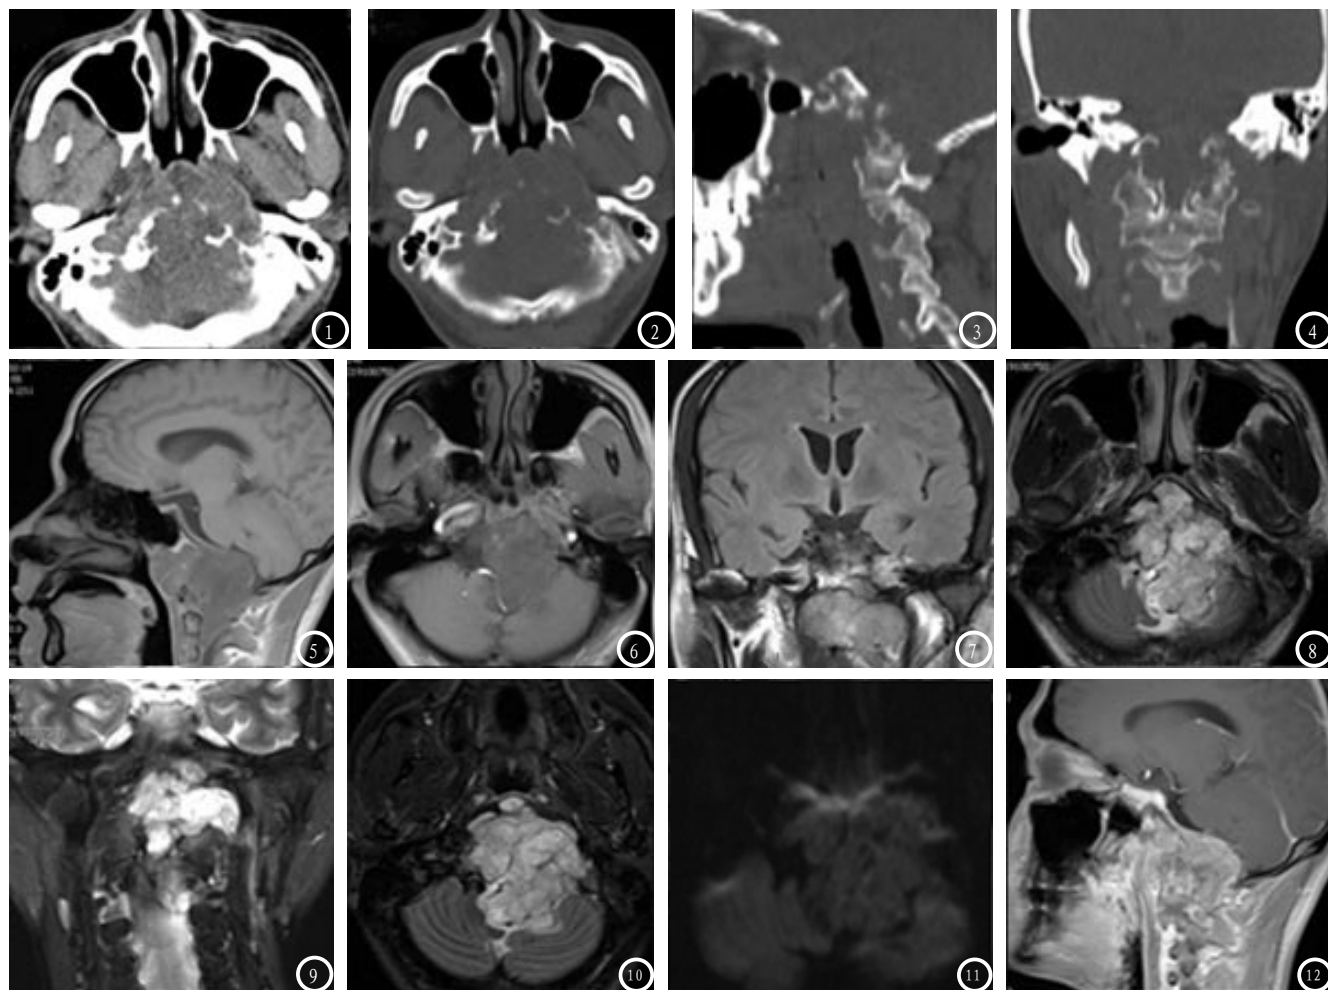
颈椎脊索瘤, 25岁男性患者, 诉颈部疼痛感。CT平扫示肿块呈等密度, 骨窗示椎体呈溶骨性改变(图1-4), MRI平扫示肿块呈稍长T1(图5-6)、稍长T2信号(图7-9), 压脂为高信号, 其内可见长条状低信号分隔, 形成“蜂窝状”改变(图10), DWI示肿瘤为低信号(图11), 增强扫描呈轻中度不均匀强化(图12)。
